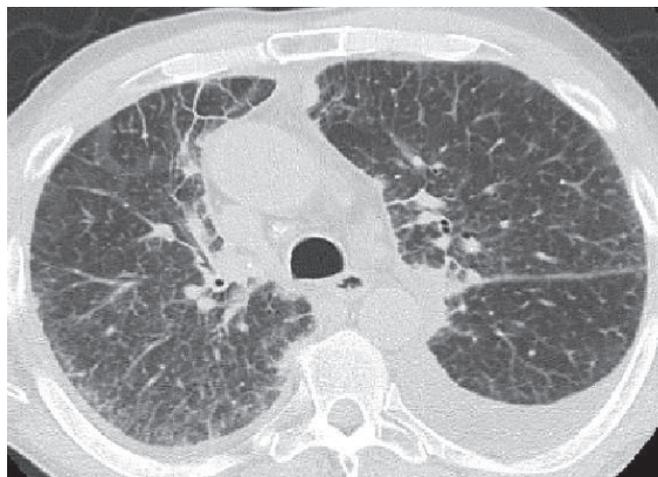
Компьютерная томограмма органов грудной клетки больного К.
